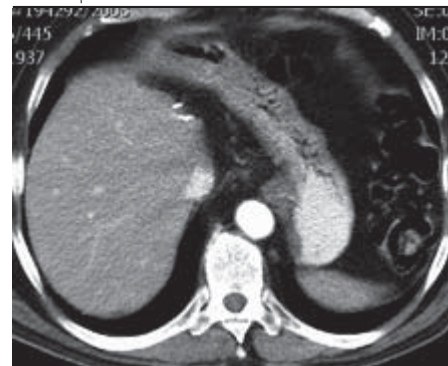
CT jater 8/2008 s jednoznačnou regresí velikosti ložiska po 6 cyklech chemoterapie (5-8/2008)
